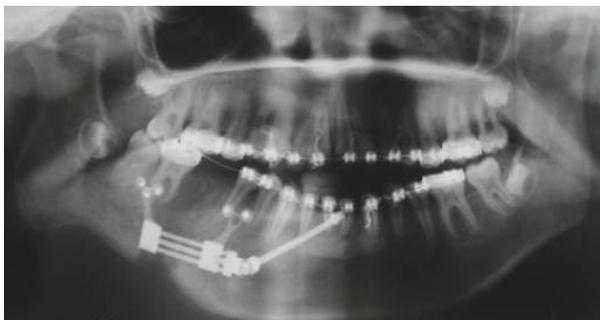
Radiographie panoramique montrant le distracteur en phase de consolidation
